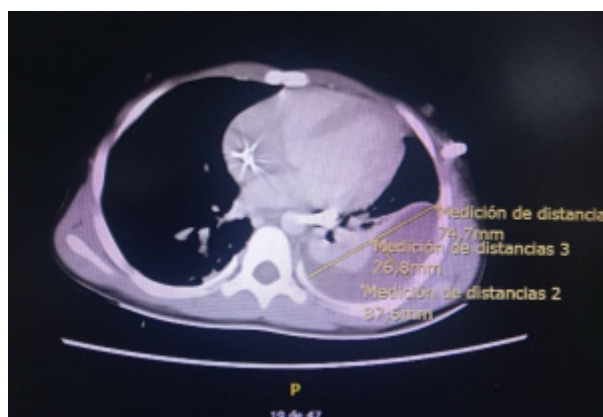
Tomografía computarizada, corte axial. Empiema izquierdo como complicación infecciosa posterior a la primera toracotomía.
